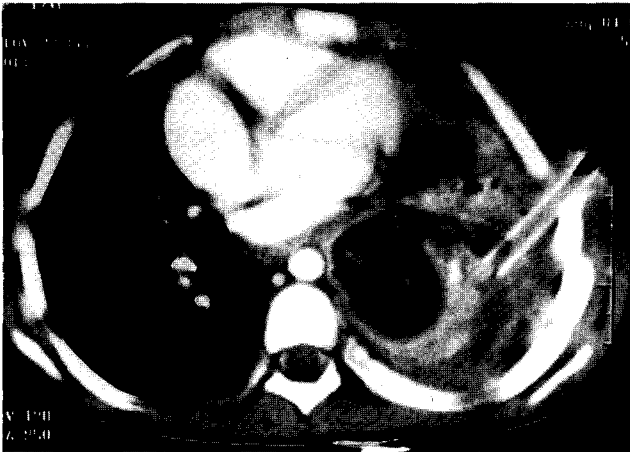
Preoperative chest CT demonstrates suspicious empyema cavity with destroyed lung tissue.
